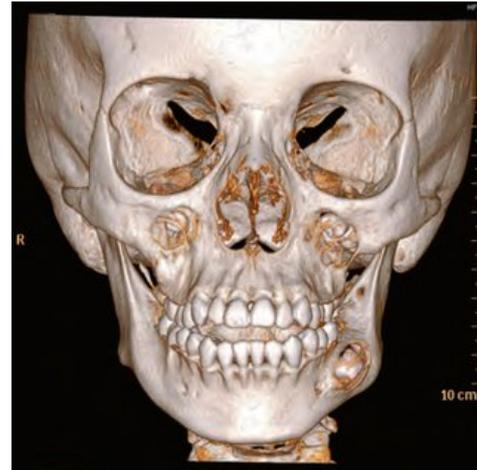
TAC macizo facial
